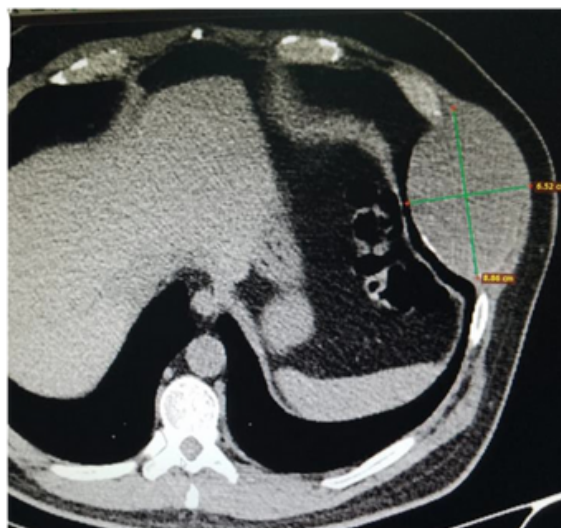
Tomografía computarizada corte axial con lesión en parrilla costal a nivel del séptimo arco costal izquierdo
